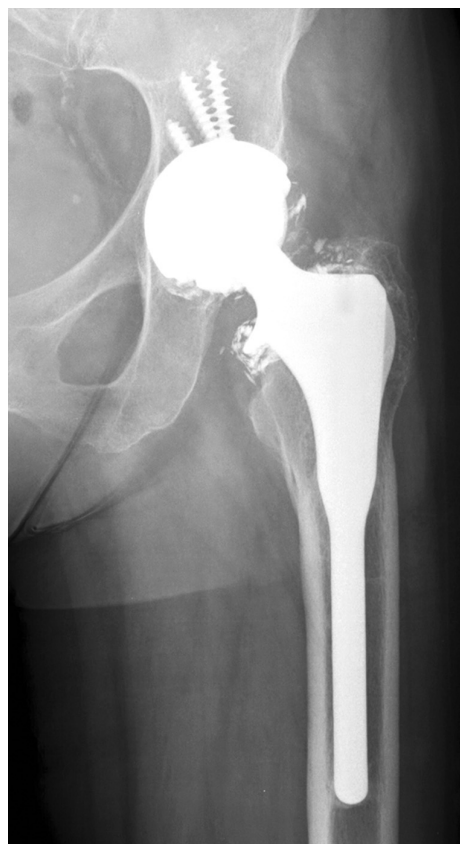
Radiografía en proyección anteroposterior en la que se aprecian radiopacidades puntiformes adyacentes al cuello y a la cabeza de la artroplastia, correspondientes a la rotura del inserto de cerámica.
